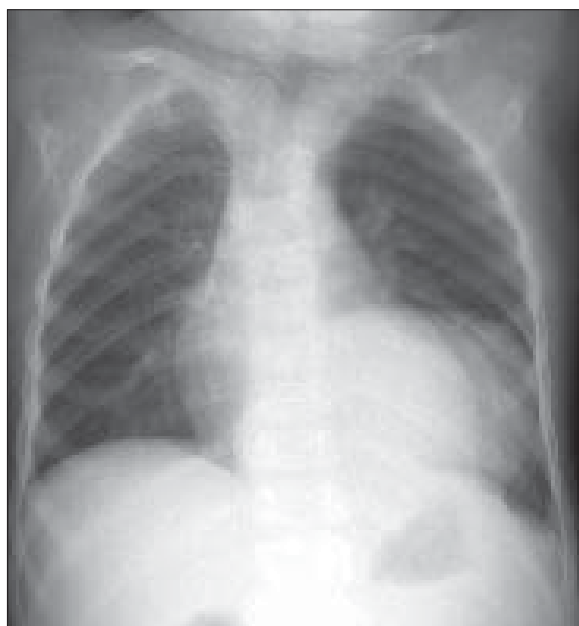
Neuroblastom. Radiografie AP și LL stâng. Opacitate paravertebrală stângă, ovalară, voluminoasă situată în mediastinul postero-inferior.
